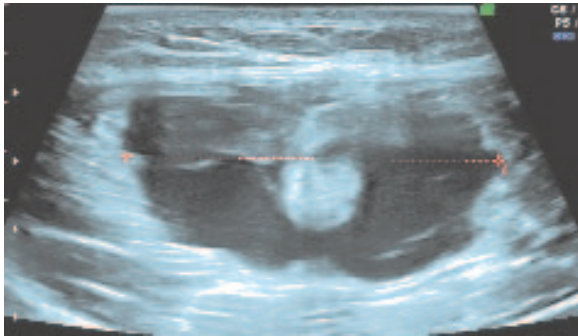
Hématome de part et d'autre de la cloison aponévrotique en échographie.
